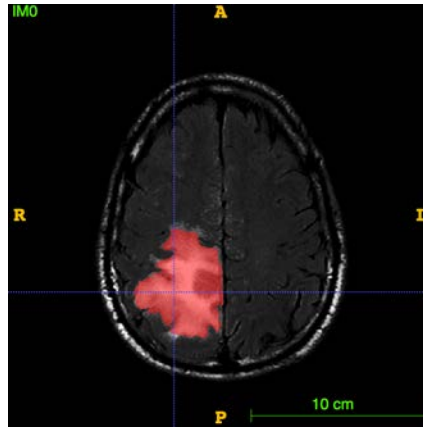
Exemple d’une segmentation semi-automatique sur une IRM en pondération FLAIR du test avec ITK SNAP.
